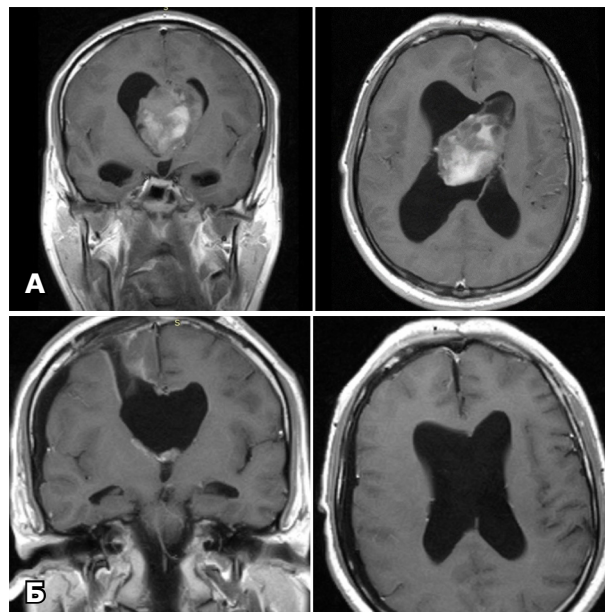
МРТ головного мозку з внутрішньовенним контрастуванням до операції (А) та через 3 міс після операції (Б). Тотальне видалення пухлини бічних шлуночків з інвазією в III шлуночок крізь f. Monro (ПГЗ – анапластична олігодендрогліома, Gr III)
